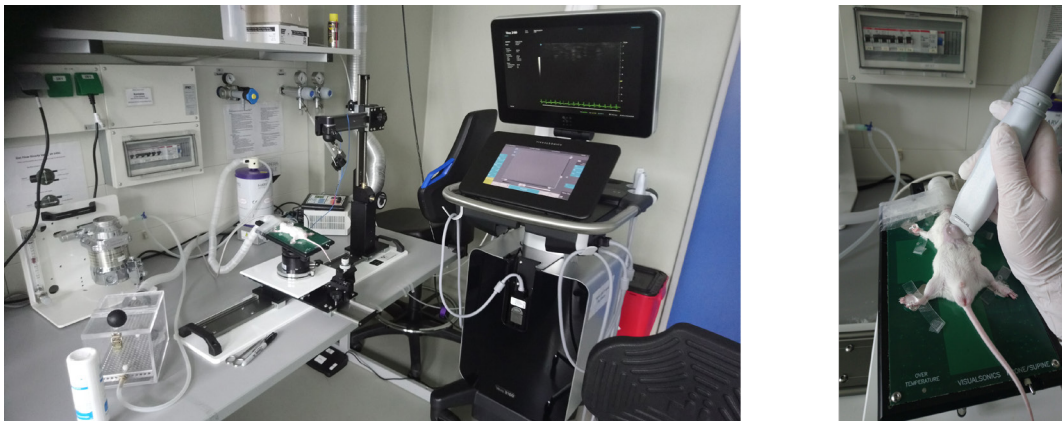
Echokardiographie Setup.
